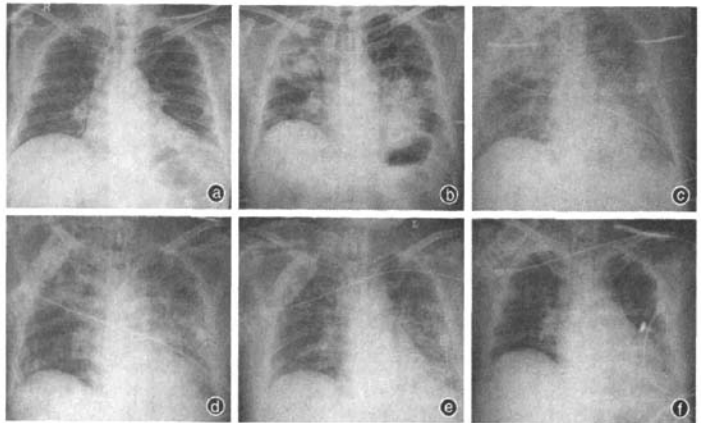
1例49岁男性重症甲型H1N1流感患者X线胸片 发病6 d未见异常(a);8 d双肺出现片状渗出及浸润影(b);10 d、11 d双肺病变无明显吸收(c、d);14 d肺内浸润病灶有所吸收(e);18 d肺内浸润病灶明显吸收(f)
